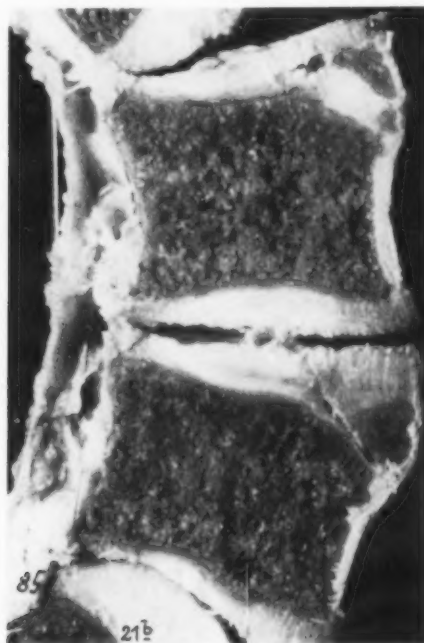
u. b. Röntgenbild einer sagittal aufgesägten Lendenwirbelsäule mit abgetrennten Kanten an LW. 4 und 5.
